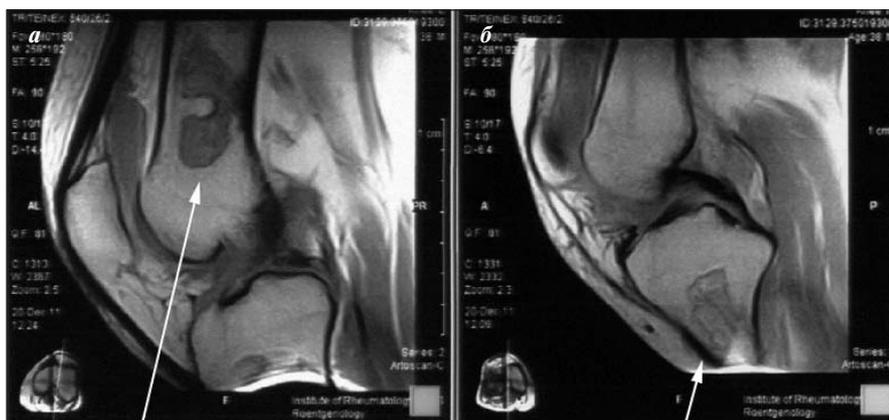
МРТ коленных суставов: а — инфаркт костного мозга бедренной кости слева (стрелка); б — инфаркт костного мозга большеберцовой кости справа (стрелка)
